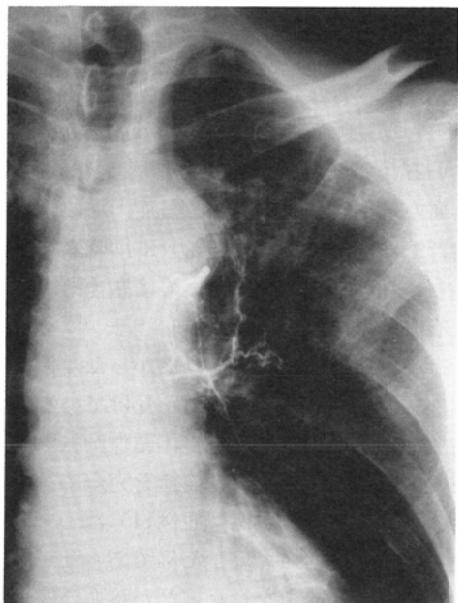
63 year-old man with repeated idiopathic hemoptysis of small quantities (case 8) had a normal chest roentgenograms. The bleeding site was identified in the left B1 + 2 bronchus by bronchoscopy. However, the left bronchial arteriogram reveals no definite vascular abnormality.
